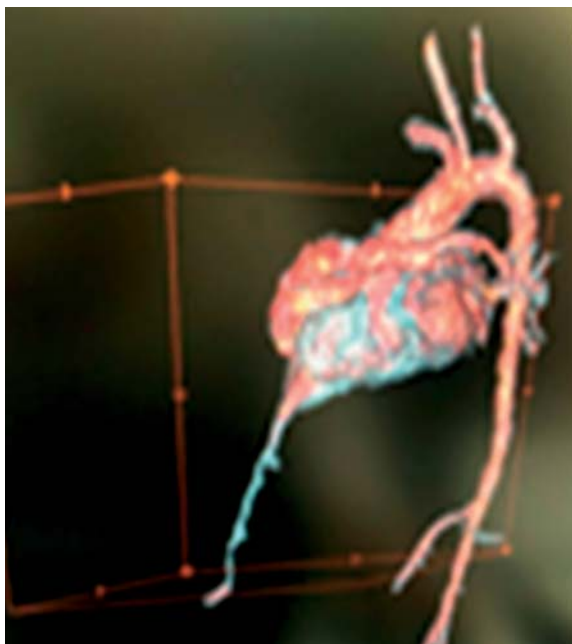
КТ с внутривенным контрастированием: дивертикул, исходящий из верхушки левого желудочка, протяженностью до пупочного кольца
